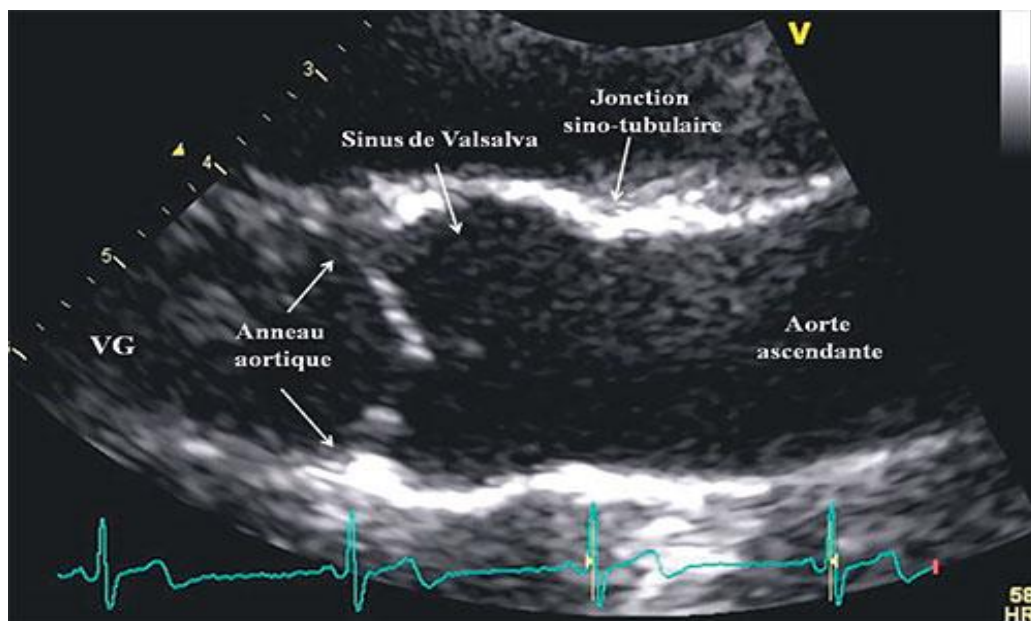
Racine de l'aorte vue « de profil » en échocardiographie, avec ses différents composants
